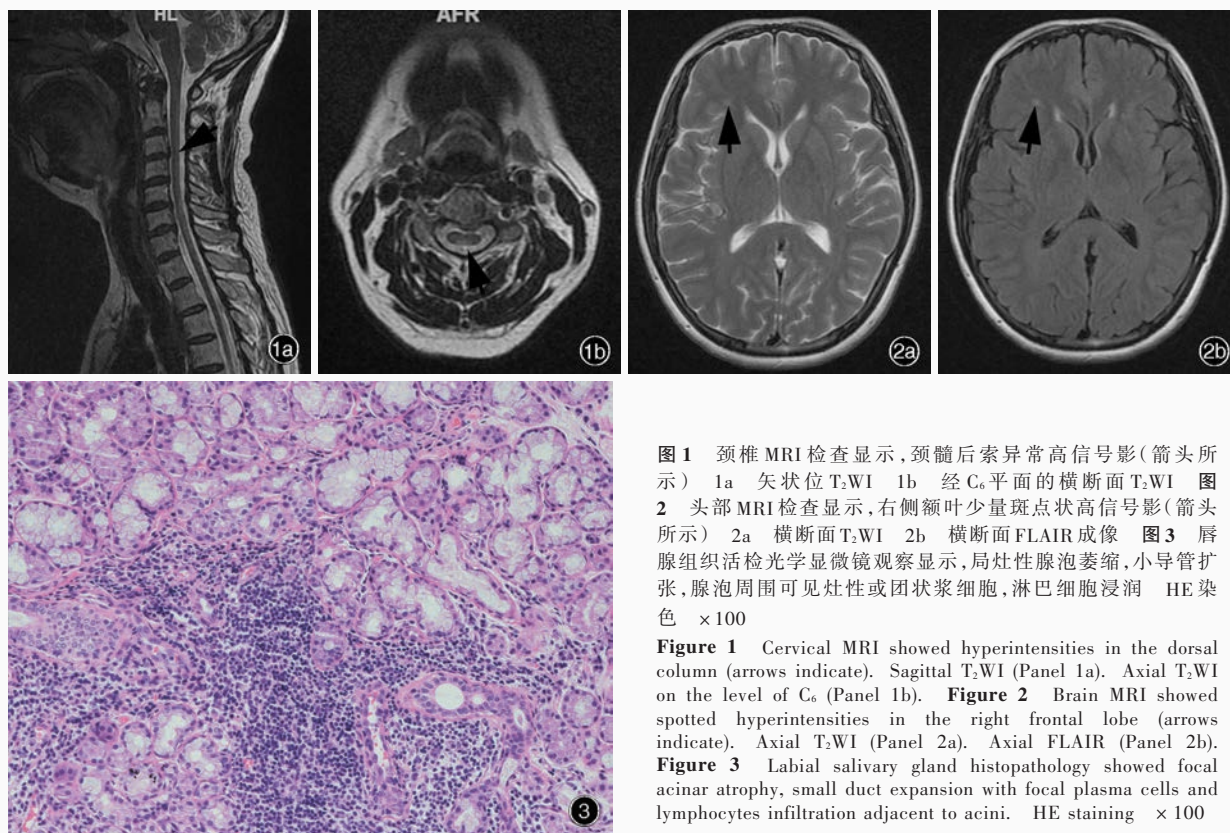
颈椎 MRI 检查显示,颈髓后索异常高信号影(箭头所示) 1a 矢状位 T<sub>2</sub>WI 1b 经 C<sub>6</sub>平面的横断面 T<sub>2</sub>WI 图 2 头部 MRI 检查显示,右侧额叶少量斑点状高信号影(箭头所示) 2a 横断面 T<sub>2</sub>WI 2b 横断面 FLAIR 成像 图 3 唇腺组织活检光学显微镜观察显示,局灶性腺泡萎缩,小导管扩张,腺泡周围可见灶性或团状浆细胞,淋巴细胞浸润 HE 染色 × 100
